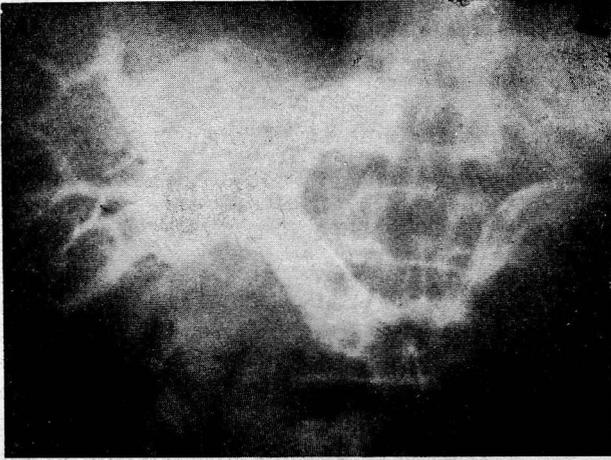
Radiografía obtenida 2 segundos después. Visualización de la vena esplénica, la porta, con sus finas ramificaciones. También se visualizan nítidamente las venas suprahepáticas.
